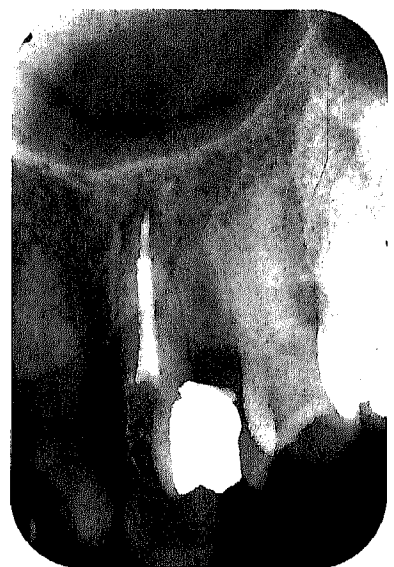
Zustand nach Revision der zu kurzen Wurzelkanalfüllung, die nun bis zum röntgenologischen Apex reicht. Periapikal ist immer noch eine Parodontitis apicalis zu erkennen; der Zahn ist klinisch symptomfrei.
